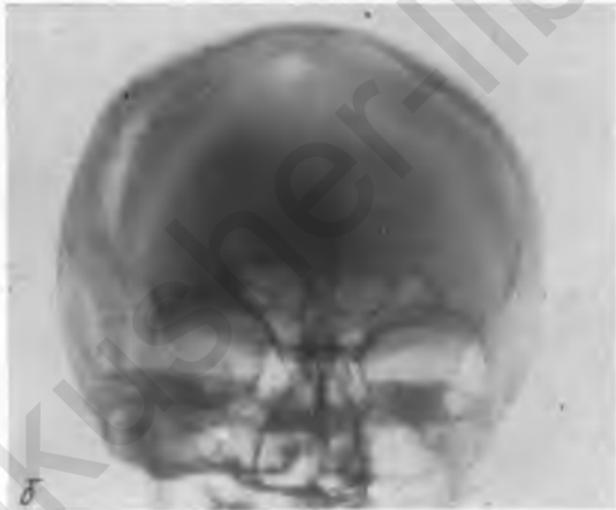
Рентгенограмма черепа беременной Ш. В лобной кости слева округлой формы дефект около 3 см в диаметре; в мозговой ткани на 5—6 см кзади от дефекта виден металлический осколок.
